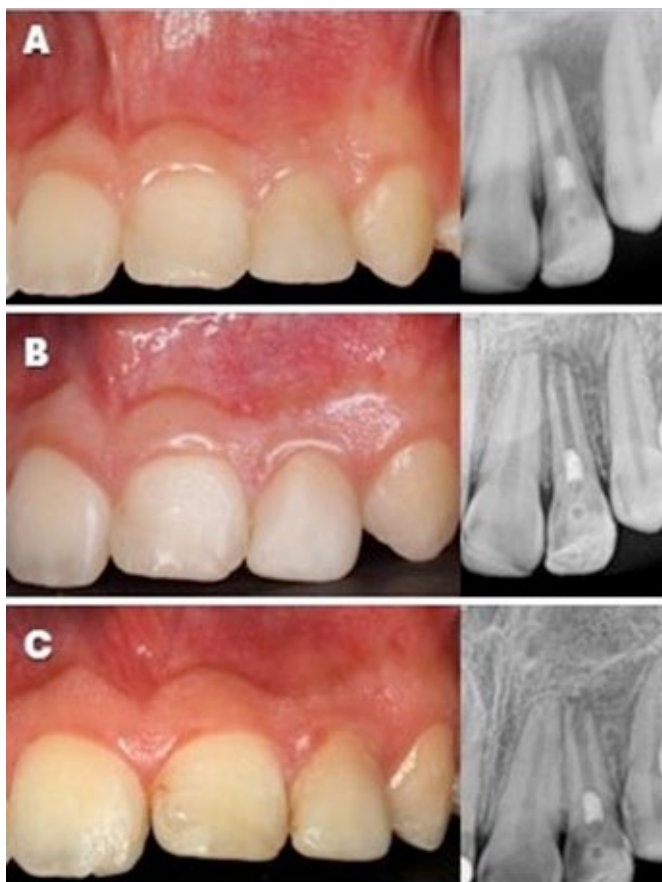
Controles clínicos y radiográficos en donde se observa una disminución progresiva de la radiolucidez periapical. (A) 3 meses. (B) 9 meses. (C) 15 meses.
